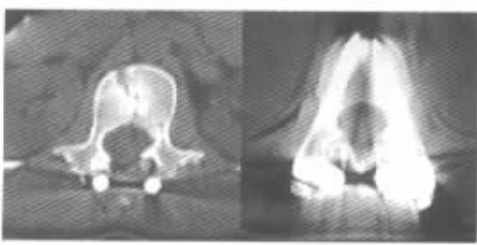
术后 12 月 CT 示椎管形态基本恢复正常。
